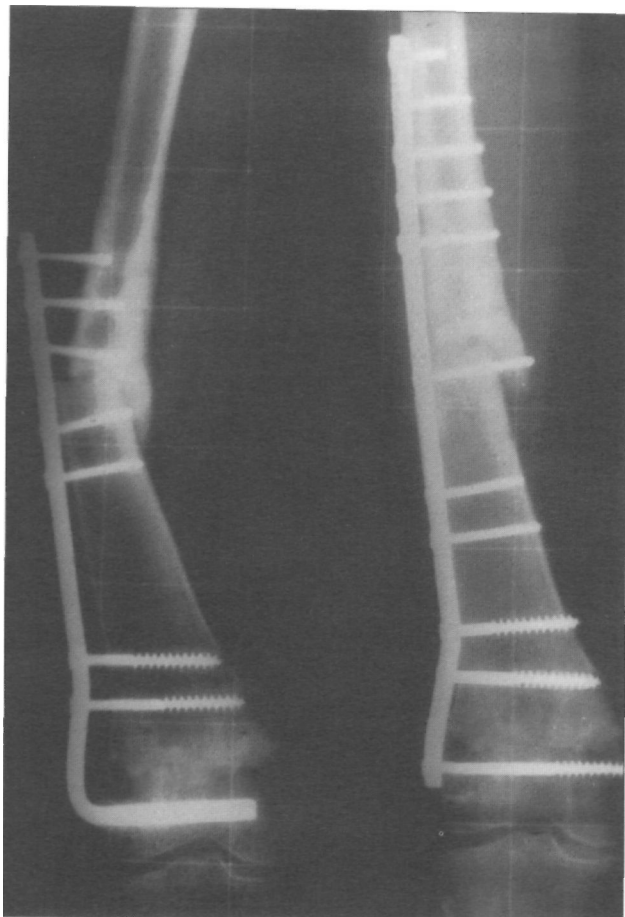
Radiografías AP de la extremidad distal del fémur en paciente tratado con un injerto intercalar en el que tuvimos un desanclaje de la osteosíntesis y posteriormente se reintervino poniendo una placa de mayor tamaño.
